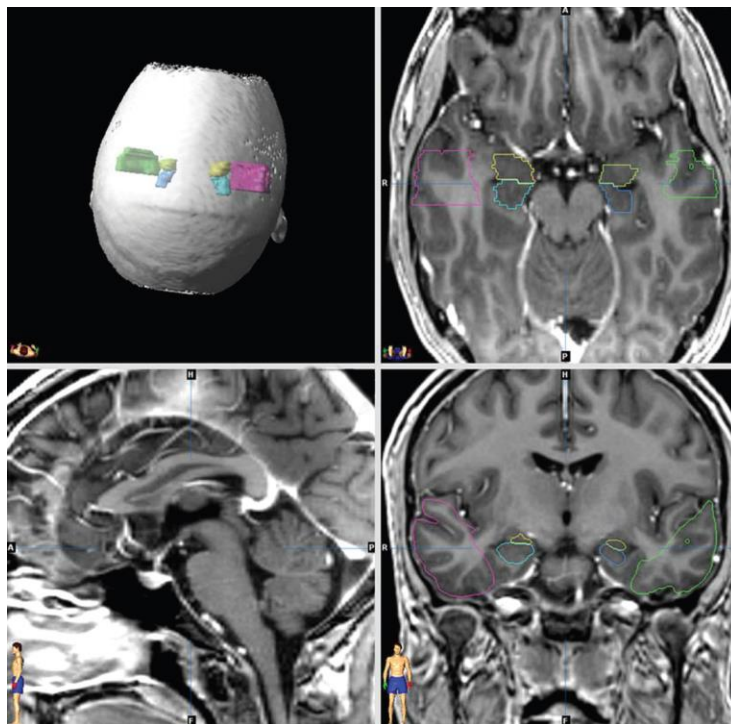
Imagen de resonancia magnética en T1 que muestra las regiones de interés en la epilepsia del lóbulo temporal, corteza lateral, hipocampo y amígdala (adaptada de <sup>71</sup>)
